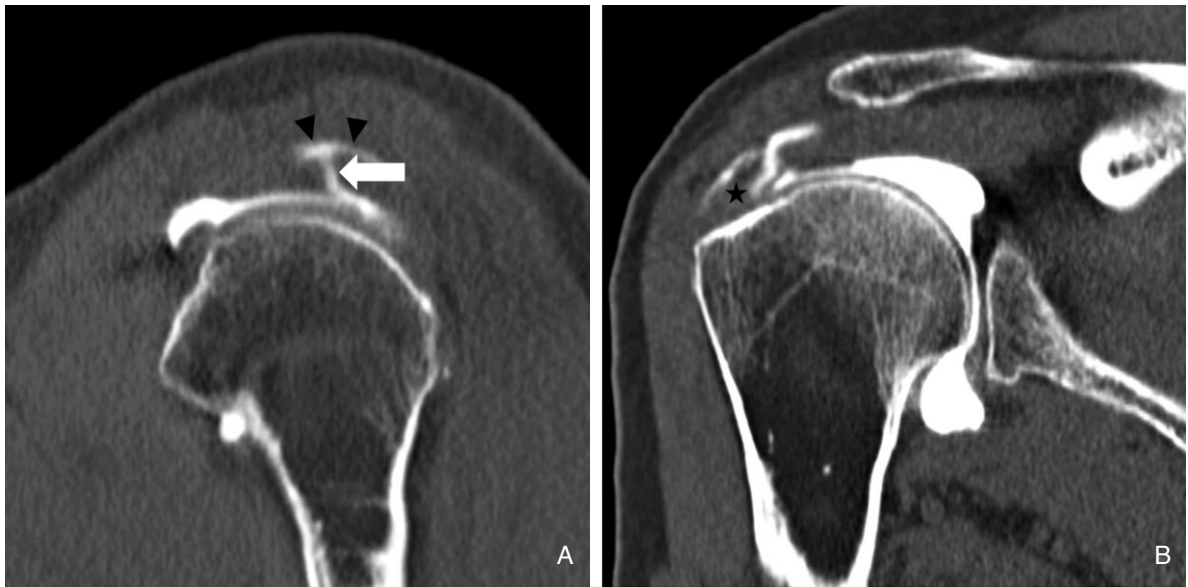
A patient with full-thickness tears of supraspinatus tendon. Oblique sagittal reformatted (A) and oblique coronal reformatted (B) image of shoulder CT arthrography show contrast material which injected into glenohumeral joint traverse (arrow) the supraspinatus tendon (asterisk) and reach to subacromial-subdeltoid bursa (arrowheads).
